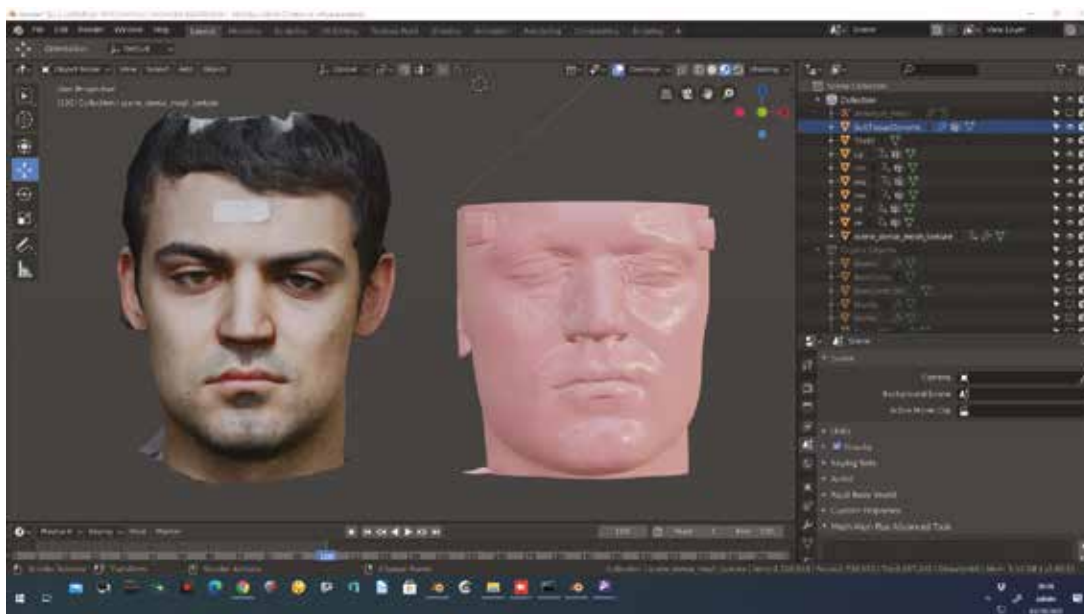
Fotogrammetria MOCAP/ Cone Beam: occlusione abituale
